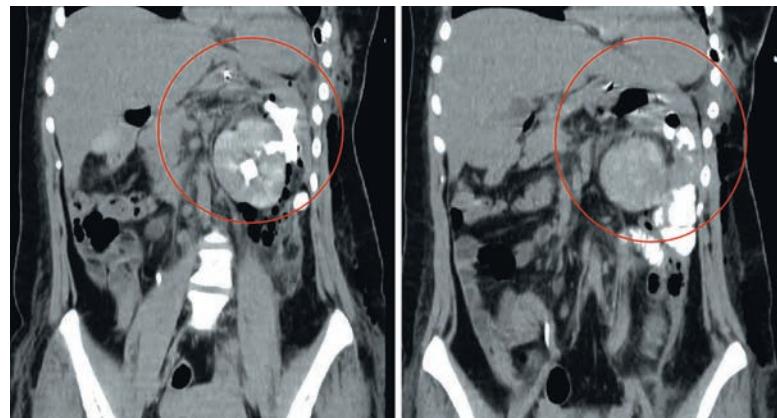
СКТ С в/в контрастирование, отсроченная фаза. Повреждение левой почки, повреждение тощей кишки: почечно-тонкокишечное соустье
